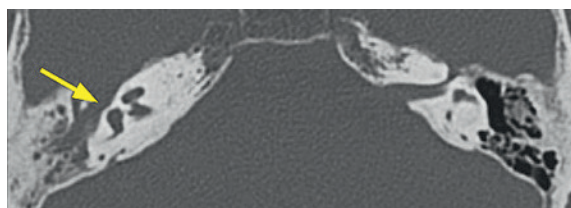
(А). КТ правой височной кости в аксиальной проекции
